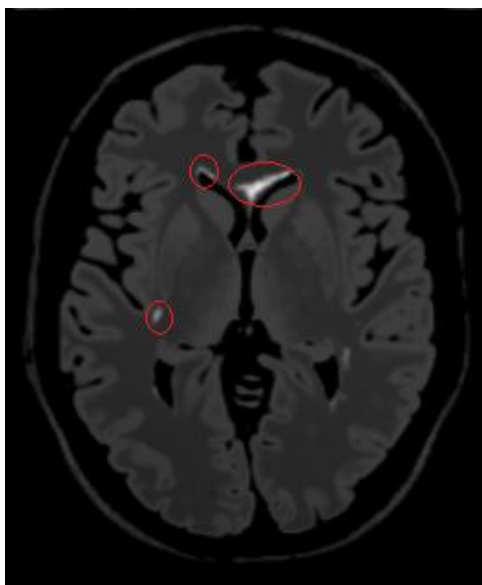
Exemplos de Discrepâncias na Substância Branca de um Corte FLAIR
